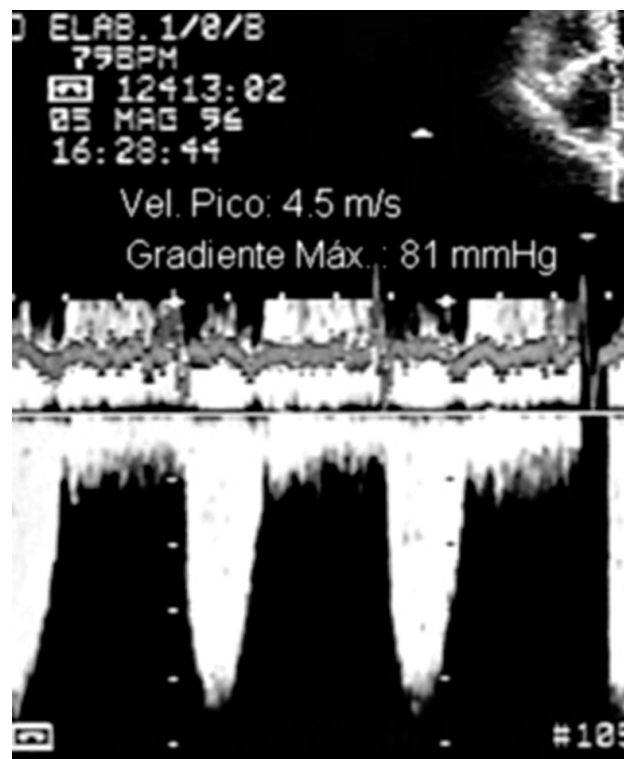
Curva espectral de Doppler contínuo de um caso de estenose aórtica, obtida por via apical. O jato turbulento sistólico tem inscrição negativa, pois se afasta do transdutor. A velocidade-pico registrada de 4,5 m/s corresponde a um gradiente máximo de cerca de 81 mmHg, pela equação de Bernoulli.
